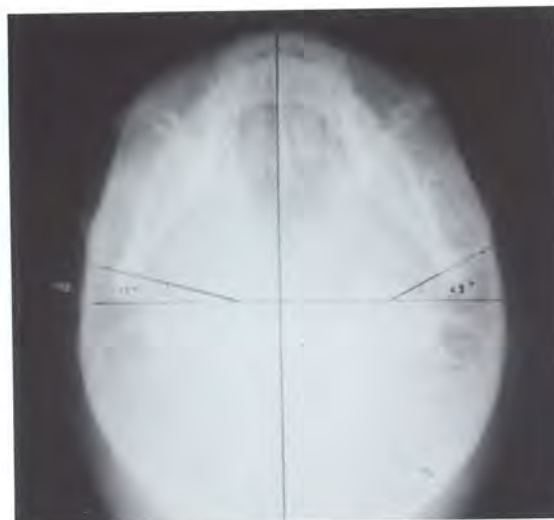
La radiografia submento-vertice del cranio permette di conoscere l'inclinazione dell'asse maggiore dei condili rispetto al piano sagittale mediano del cranio.
